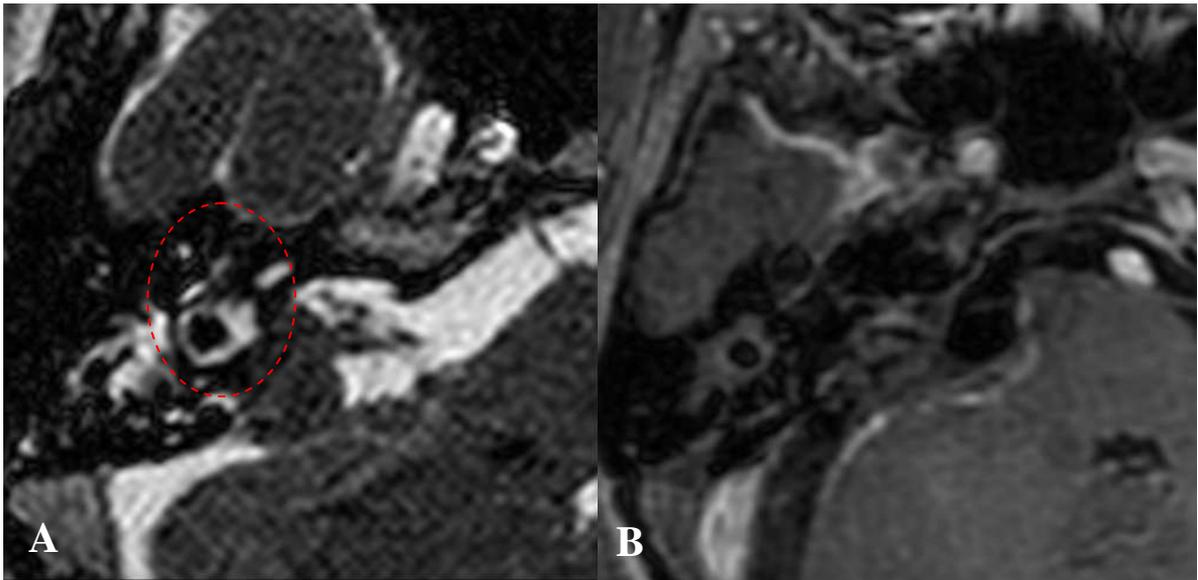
A - Imagem de RM do encéfalo, ponderada em T2 (*FIESTA*), em corte axial, demonstrando a ressecção total do tumor e preservação das estruturas do bloco labiríntico (círculo vermelho); B - Imagem de RNM do encéfalo, ponderada em T1, pós-contraste, em corte axial, demonstrando a ressecção total do tumor e preservação das estruturas do bloco labiríntico
